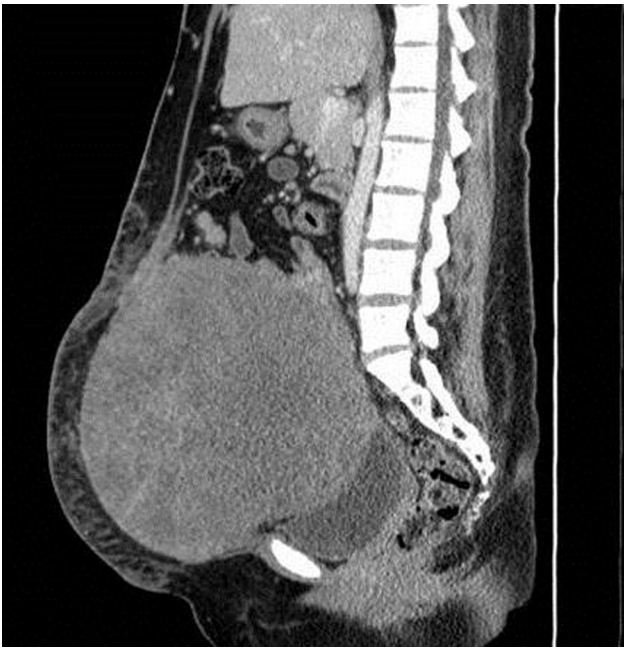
Tomografía axial computada contrastada de abdomen. Muestra tumoración sin datos de infiltración a estructuras adyacentes, en contacto con el útero, anexo izquierdo, vejiga y pared abdominal (corte sagital).
